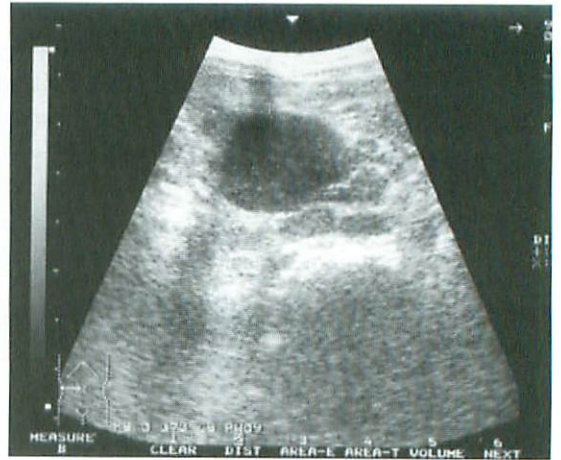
Ultrasound examination of the abdomen on admission, showing extensive masses along the ascending colon.
